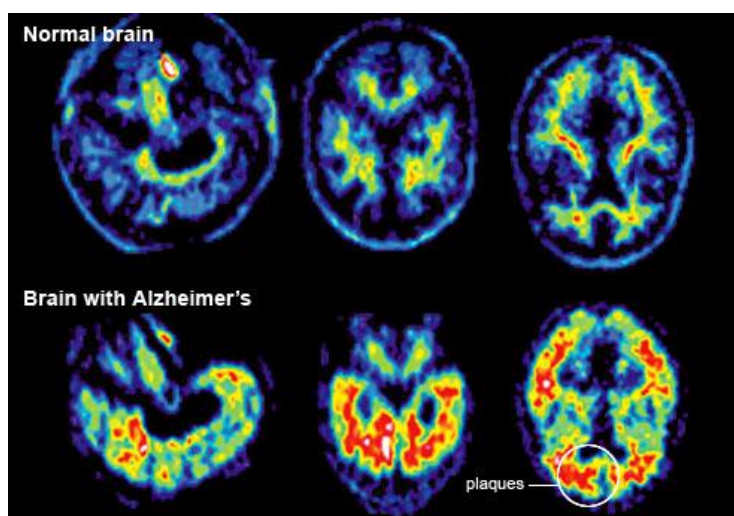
Comparación mediante tecnología de neuroimagen PET-FDG, cerebro de una persona sin ningún tipo de afección neurodegenerativa y el cerebro de un paciente de Alzheimer.
